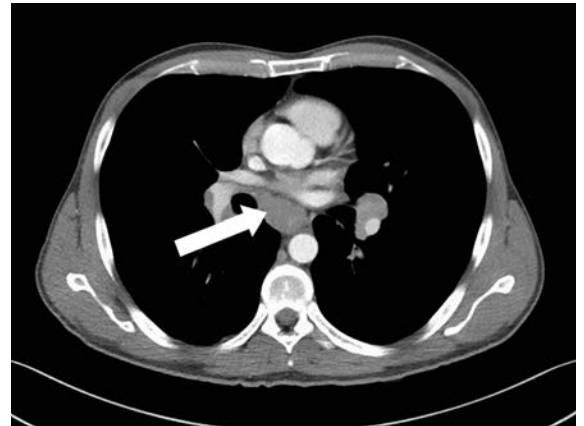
Computertomographie des Thorax. Pathologische, vergrößerte Lymphknoten subcarinär (Pfeil) und bilahar
